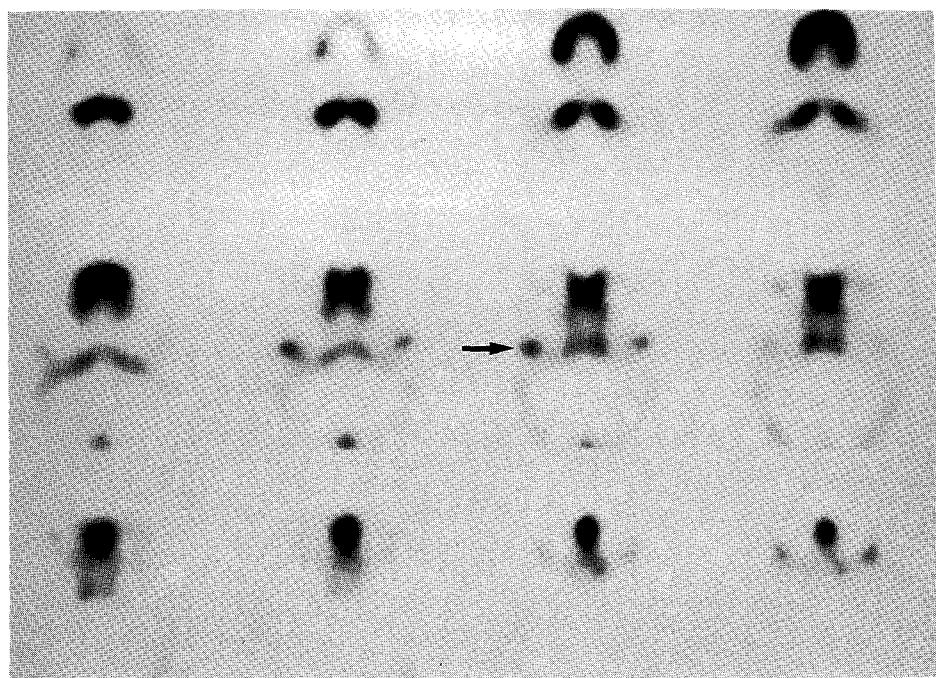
Axial view of Bone SPECT shows increased radioisotope uptake grade I in the right mandibular condyle(arrow).
